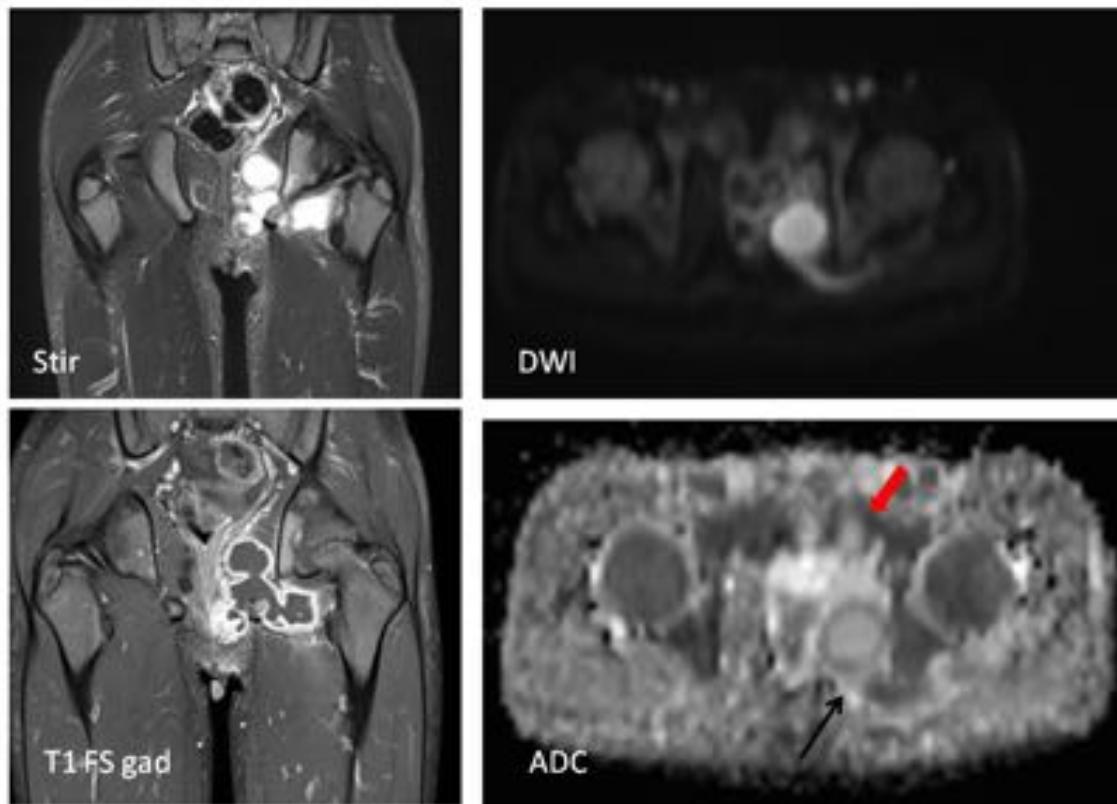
Varón de 8 años con coxalgia izquierda y fiebre de 1 semana de evolución. En la secuencia coronal Stir, se muestra extensa colección a nivel de la musculatura periisquiática izquierda con escasa afectación ósea. En DWI, se aprecia clara restricción con b 800, así como halo de restricción en el mapa de ADC, coincidiendo con la zona de mayor realce en la secuencia coronal T1FS tras el contraste i.v. Se confirmó el cuadro de piomiositis.
